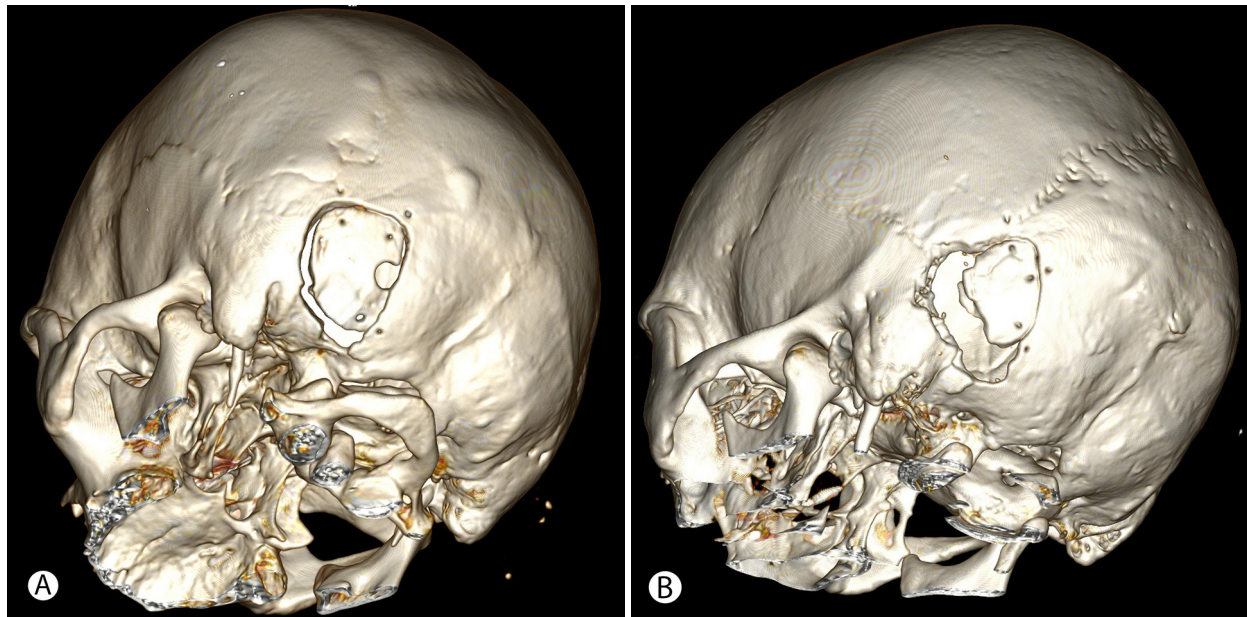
Postoperative CT after retrosigmoid approach with the use of MEV topography shows minimal linear cranial defect (A), compared to a wide retromastoid defect due to additional bone removal after initially insufficient craniotomy (B)
